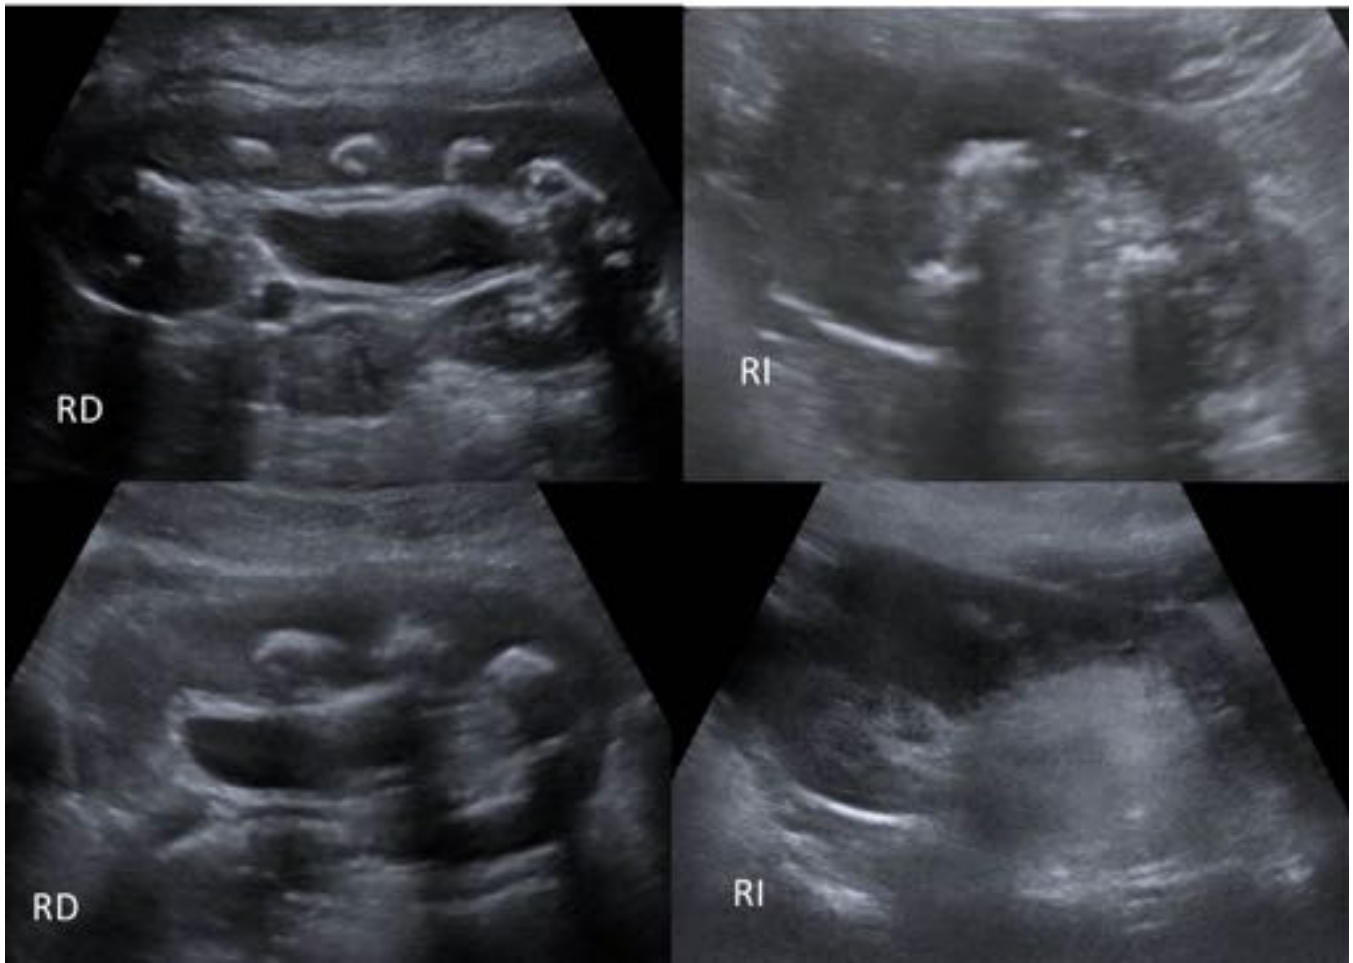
Paciente masculino de 2 años de vida, diagnóstico de litiasis renal izquierda, megauréter izquierdo con ectasia renal. En la ecografía de control posterior a múltiples sesiones de litotricia se observa nefromegalia izquierda con mala diferenciación córticomedular, pérdida de la ecoestructura normal, hidronefrosis, múltiples litiasis y áreas de ecogenicidad mixta.
